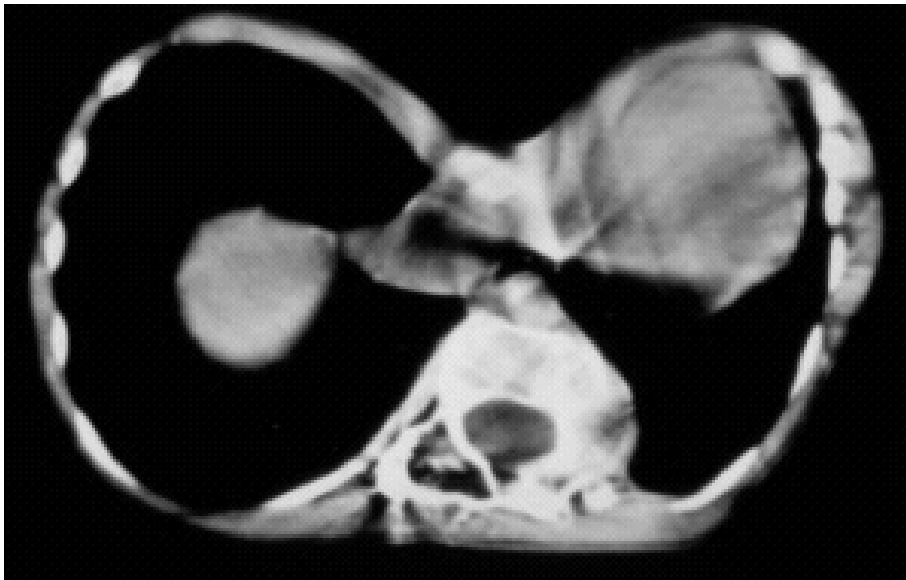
CT-Bild mit deutlicher Verlagerung der Thoraxorgane bei vorhandener Trichterbrust
